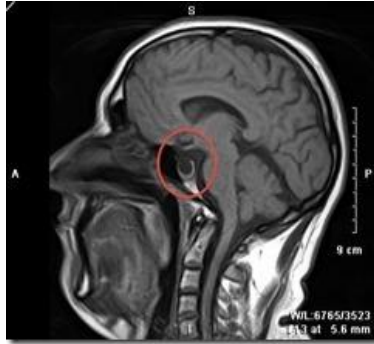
Комп'ютерна томографія при синдромі Шихана
